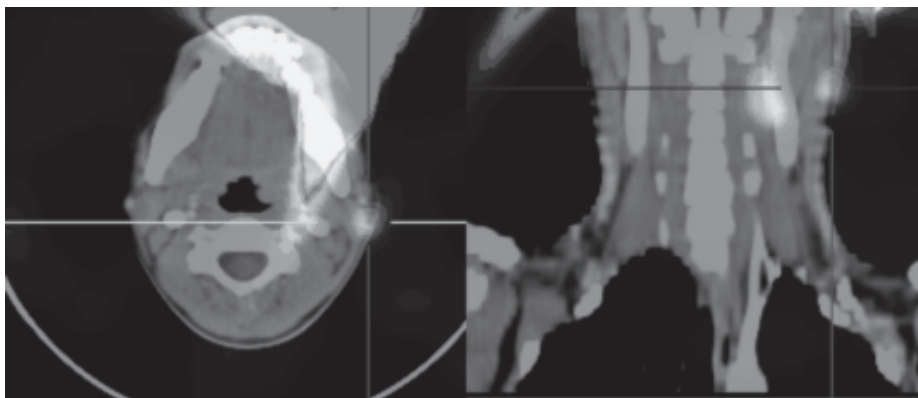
Fusión de linfogramagrafía y TAC: búsqueda de ganglio centinela (preoperatorio). Conclusión: drenaje al nivel Ib y IIa izquierdo. No hay evidencia de drenaje al grupo parotídeo.
